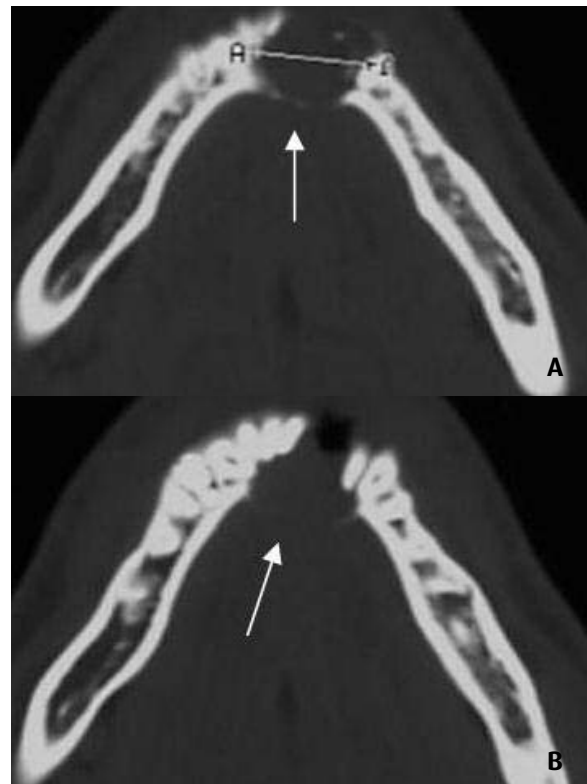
a e b) TAC da lesão
